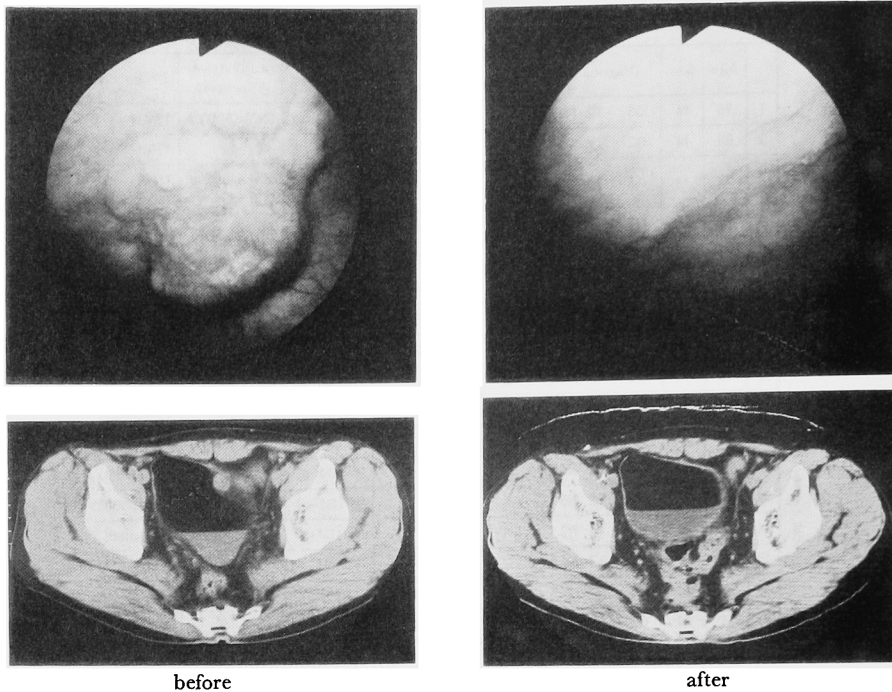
Cystoscopic appearance and pelvic CT-scan before and after chemotherapy (patient No. 8)
